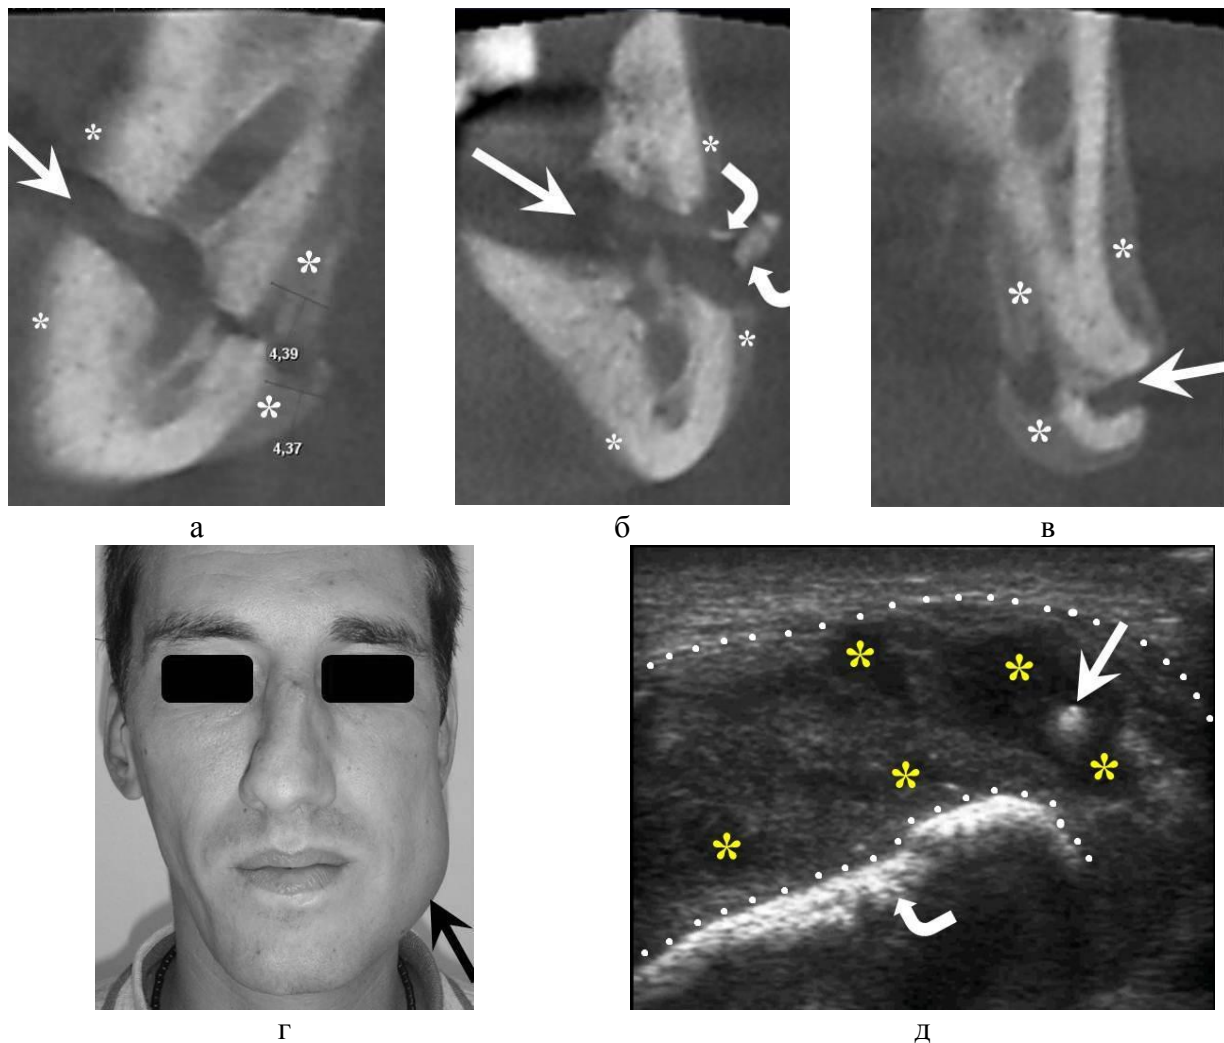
Хронічний посттравматичний остеомієліт нижньої щелепи у пацієнта Т. 30 років у ділянці лівого кута. На коронарних сканах КПКТ (а, б, в) на 32 добу з моменту травми в ділянці щілини перелому (стрілки) відзначається солідний тип періостальної реакції товщиною до 0,44 см (зірки) рентгенщільністю 68–217 одиниць Хаунсфілда. Періостальна реакція відзначається як із внутрішньої, так і зовнішньої поверхні щелепи (в). Дрібні уламки щелепи вказані кутовими стрілками (б). Зовнішній вигляд пацієнта (г) із загостренням хронічного посттравматичного остеомієліту ускладненим абсцесом (вказано стрілкою) привушно-жувальної ділянки через 8 тижнів із моменту травми. На ехограмі (д) в В-режимі відзначається скупчення анехогенного гнійного ексудату (зірки), під привушно-жувальної фасцією, що розволокнує жувальний м'яз (позначений крапковою лінією). Гіперехогенний секвеструваний уламок кістки в скупченні ексудату відмічений стрілкою. Періостальна реакція (кісткова мозоль) на поверхні щелепи у вигляді потовщеної гіперехогенної смуги вказана кутовою стрілкою. На тлі посттравматичного остеомієліту відзначається консолідація уламків у вигляді відсутності рухомості між фрагментами щелепи на ехограмах при русі щелепою
